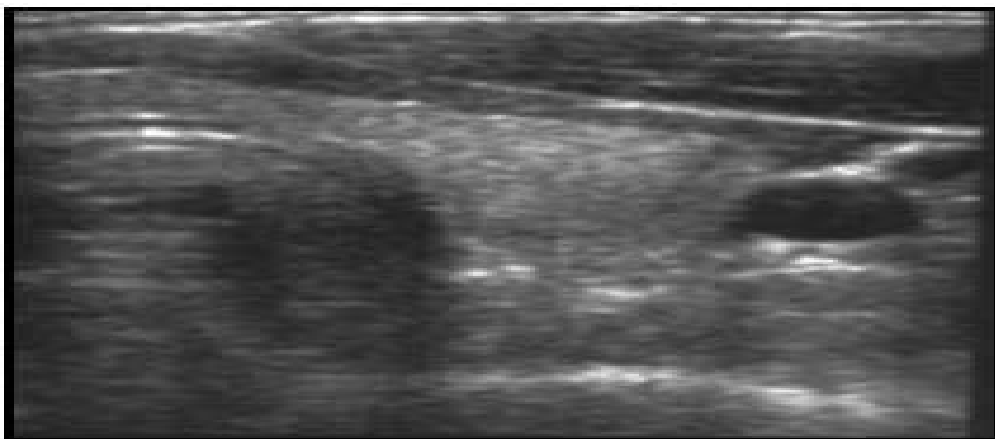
coupe échographique transverse montrant le lobe gauche d'une thyroïde normale
